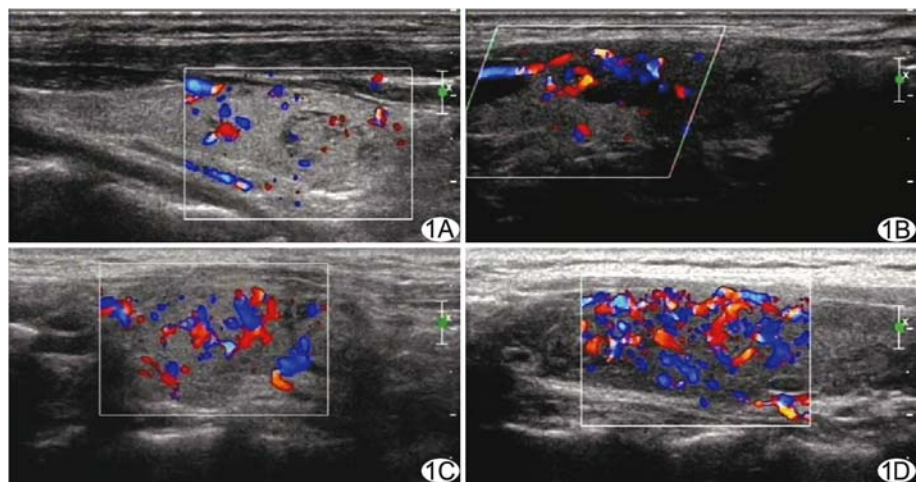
甲状腺结节彩色多普勒超声图 A、B. 良性结节内见少量血流信号,血流分布较规则; C、D. 恶性结节内见大量血流信号,其走行迂曲、不规则,相互交通
